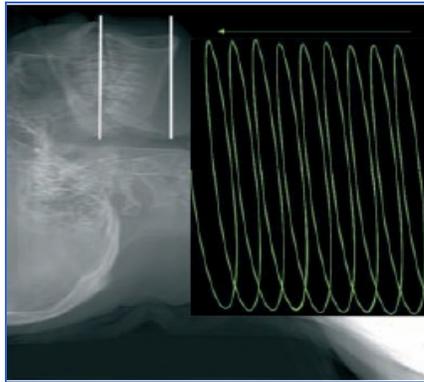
Radiografía de la planificación de una TC mandibular las líneas blancas marcan el límite de la zona de exploración, la hélice marca la adquisición helicoidal de los datos.<sup>39</sup>
